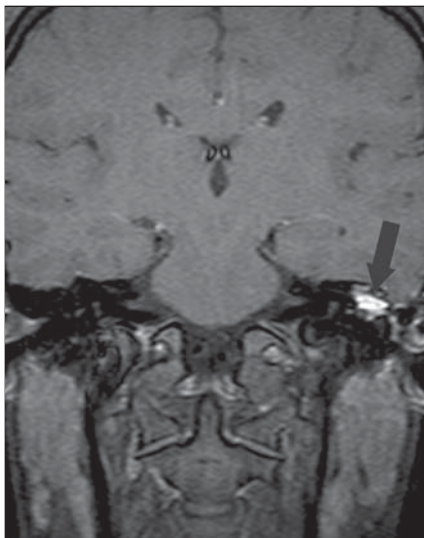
Mesmo paciente um ano depois. RM plano coronal, sequência *spin echo* ponderada em T1 com supressão de gordura, 45 minutos após injeção intravenosa de contraste paramagnético. Observar o intenso realce pelo contraste em toda a lesão, traduzindo tecido inflamatório de granulação (seta).
